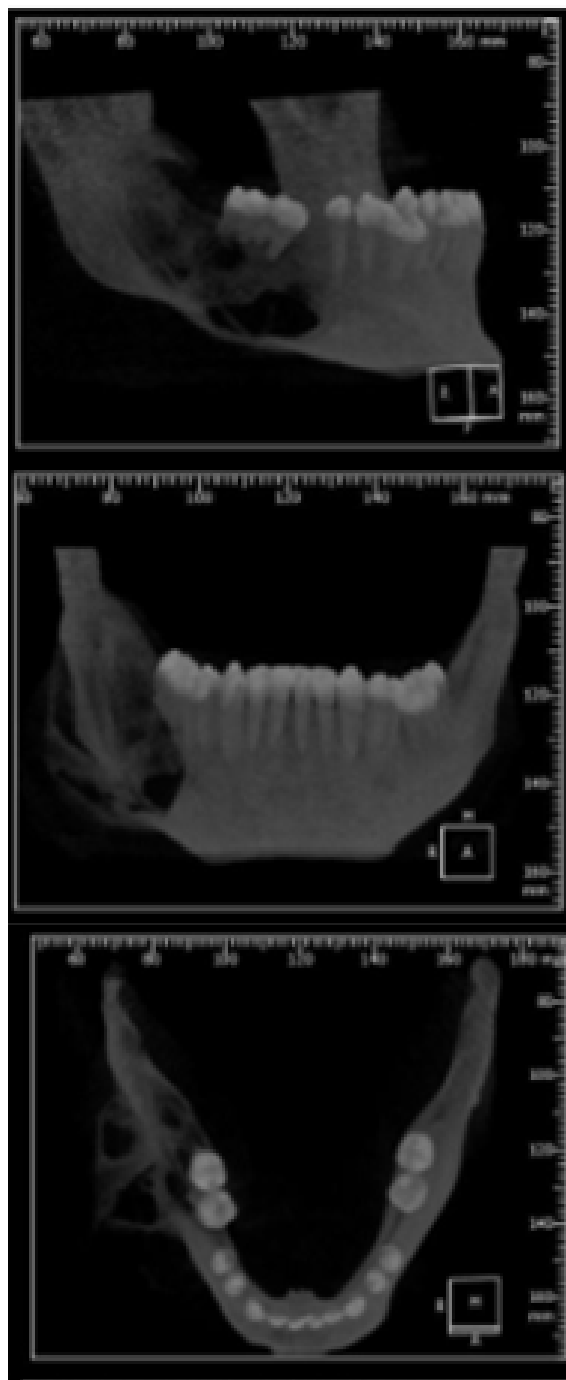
Vista lateral, frontal e oclusal da mandíbula em tomografia computadorizada. Observa-se na região mentoniana o comprometimento do corpo e ramo horizontal da mandíbula, onde se contempla uma lesão lítica, insuflativa e de aspecto clássico multiloculado compatível com ameloblastoma clássico.
